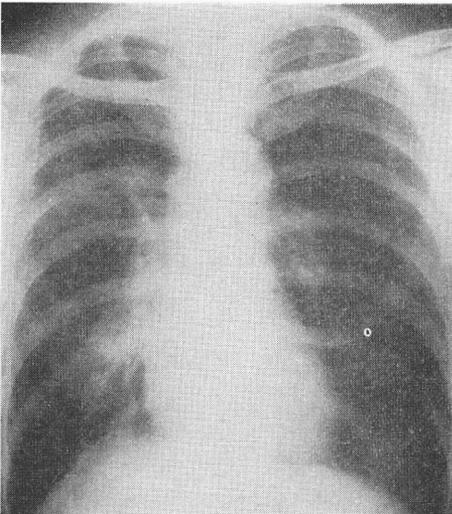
西○ 武, 56才, 男 胸部X線写真
